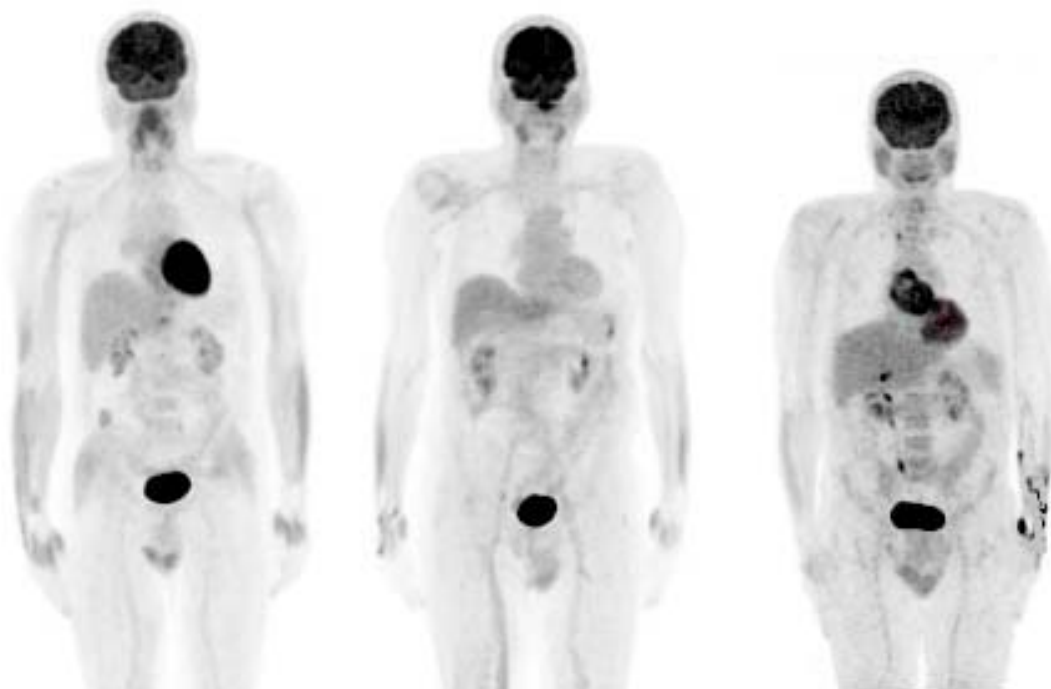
Captação de ^{18}F -FDG pelo músculo cardíaco em corpo total de PET-CT oncológico, caso 8, 1 e 7
